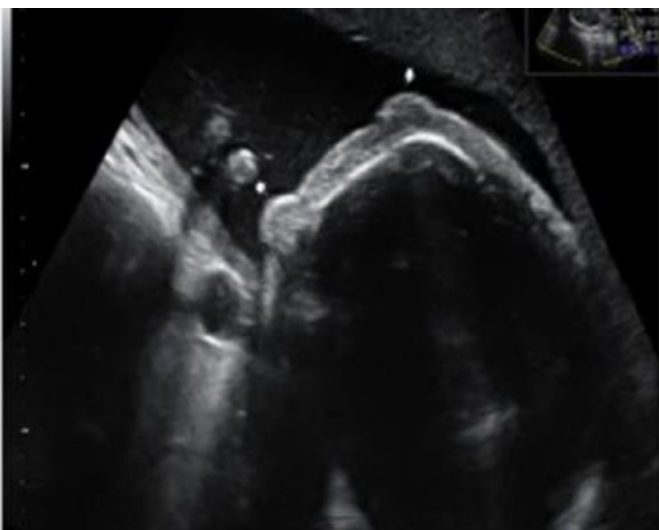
Ultrassonografia bidimensional – eversão das pálpebras do feto⁹.
